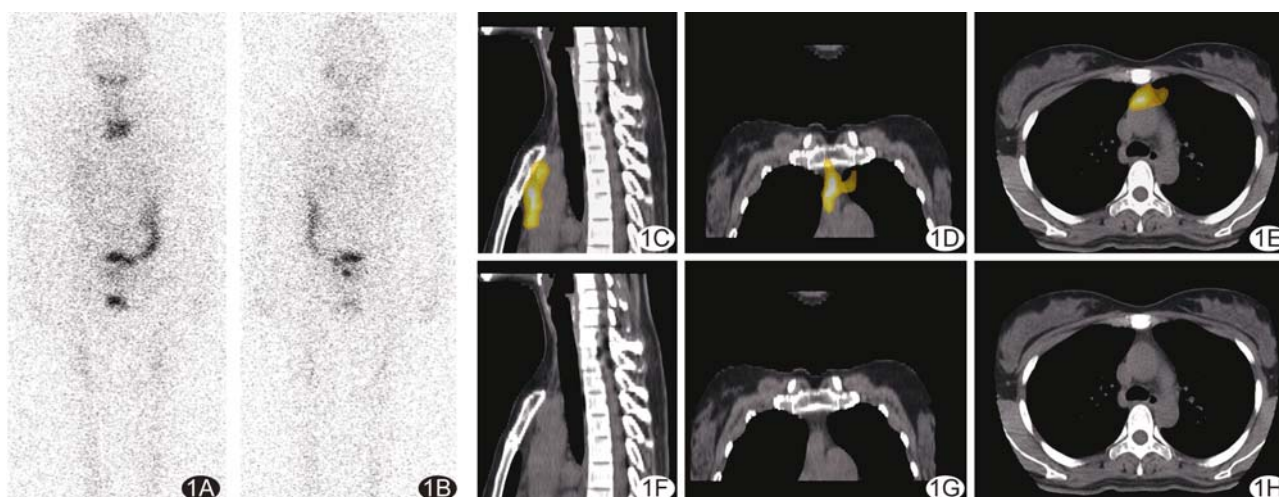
患者女, 32岁, 第2次 ^{131}I 治疗剂量为6 475 MBq(175 mCi), Rx-WBS(A、B)及局部断层融合影像(C~E)仅在纵隔胸腺位置存在异常放射性浓聚, 上纵隔CT扫描(F~H)未见肿大淋巴结
